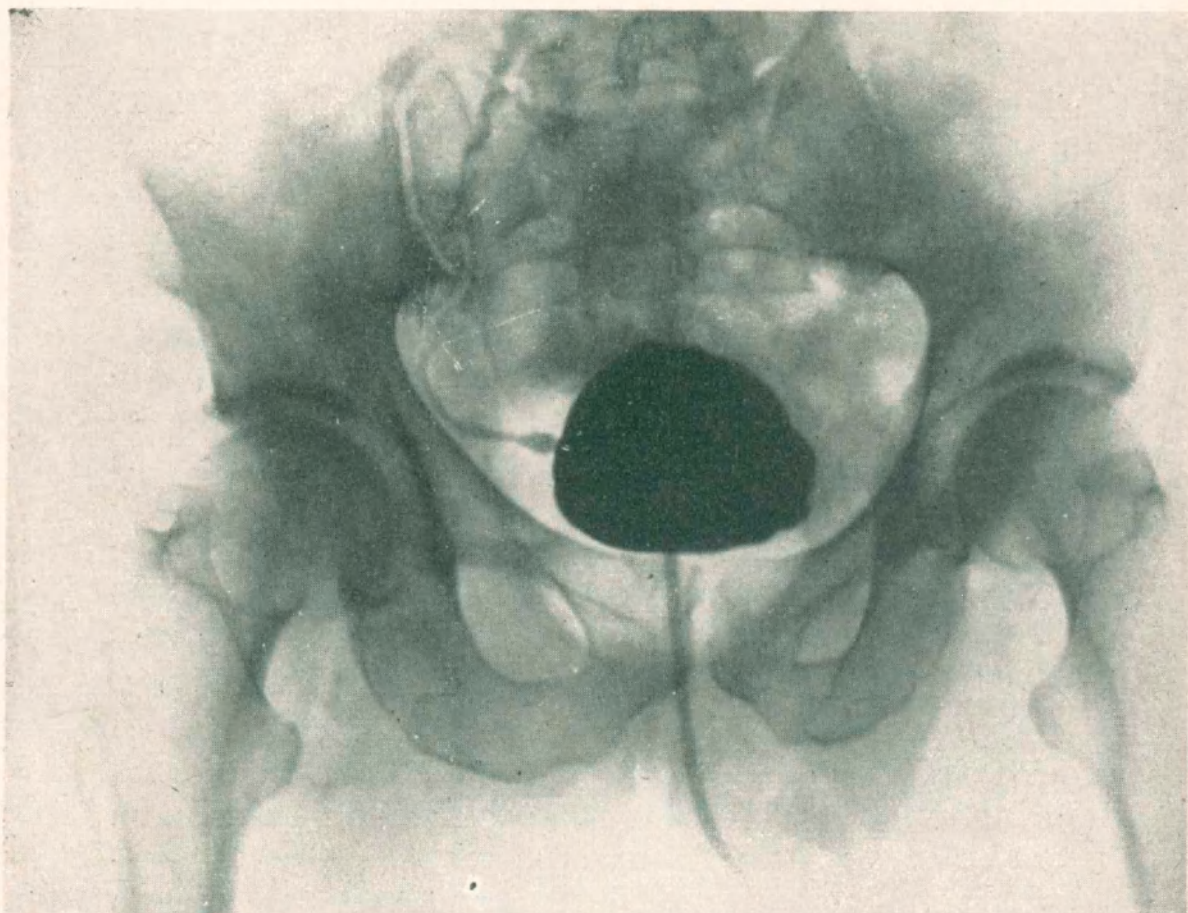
Observación I - Radiografía No. 38195
